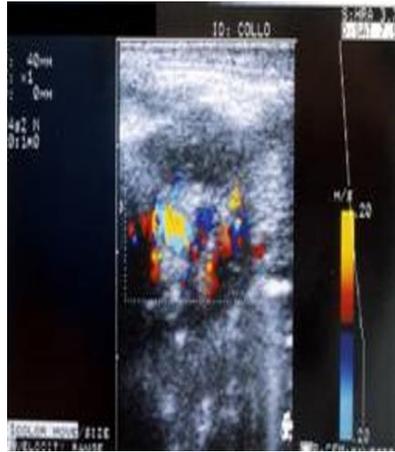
Eco-color-Doppler.
